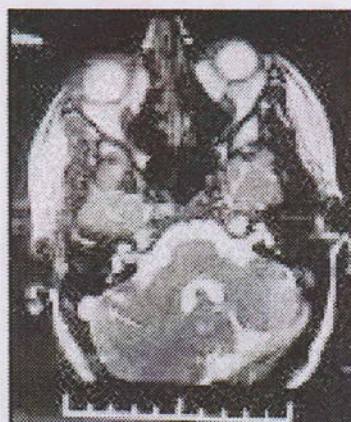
МРТ, T2: тромб (стрелка) в верхних отделах правого сигмовидного синуса.
